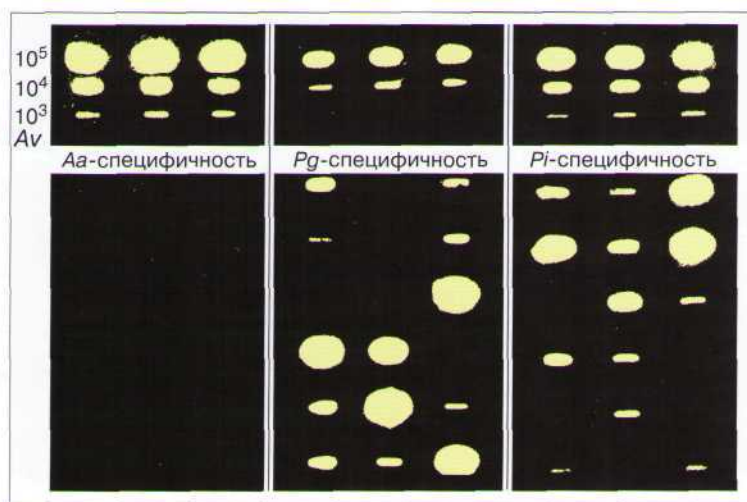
Ауторентгенография теста DMDx. После гибридизации все несвязанные фрагменты вымываются. Затем образцы наносят на фильтровальную бумагу и подвергают ауторентгенографии. Верхняя часть: положительный контроль (три количественных стандарта - 10^5 , 10^4 и 10^3), отрицательный контроль (Av). Нижняя часть: отрицательный результат для Аа, положительный результат для Рg и Рi.
